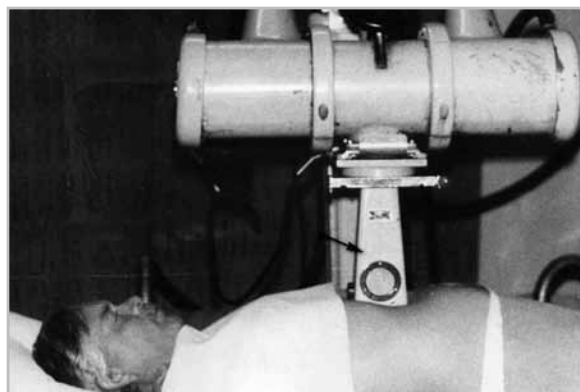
Укладка больного для рентгенотерапевтического облучения ПЖ. Стрелкой указан тубус рентгенотерапевтической трубки
